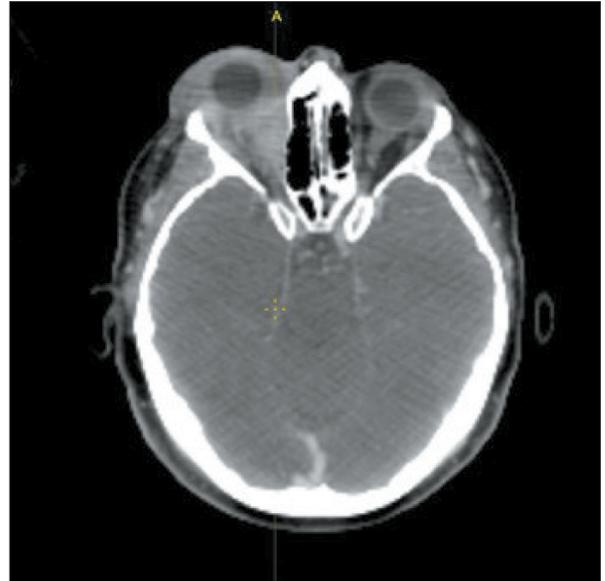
МРТ пациентки М., очаг метастазирования в правой глазнице. Примечание: рисунок выполнен авторами
